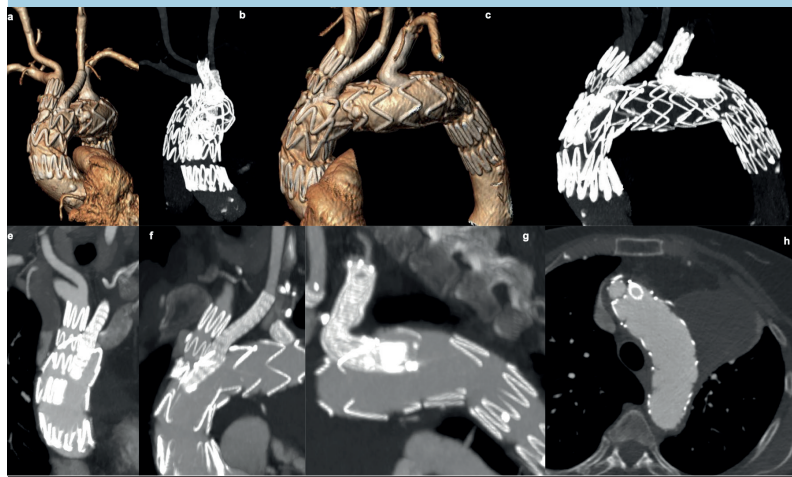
Controllo postoperatorio angio-tomografico: ricostruzione tridimensionale e MIP (*maximum intensity projection*).
